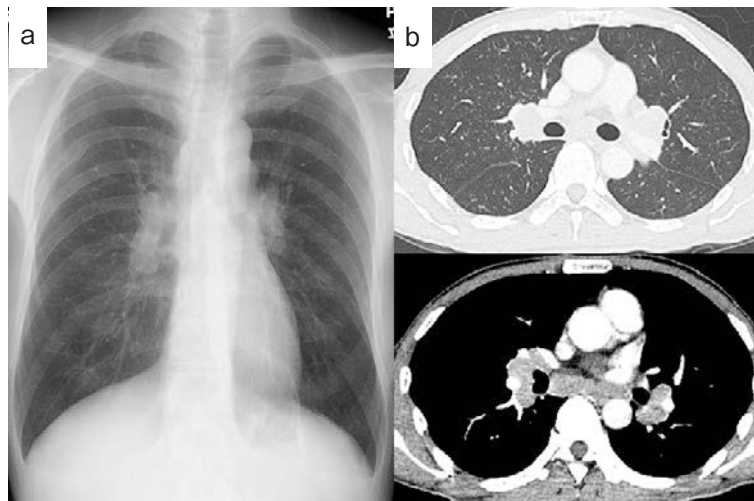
Imaging findings. (a) Chest X-ray. Enlargement of bilateral hilar shadows. (b) Small granular shadows scattered on both lungs. Bilateral hilar lymphadenopathy on contrast-enhanced CT.
